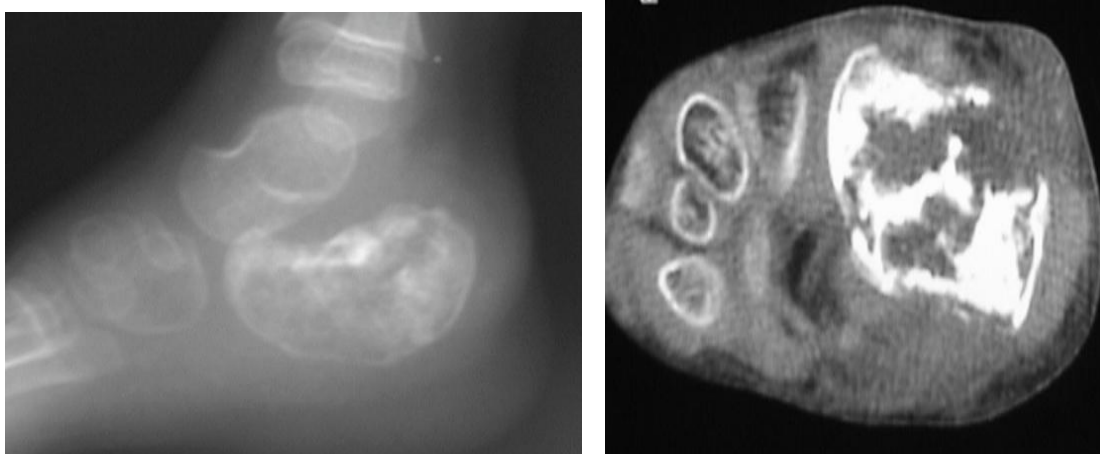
Radio profil du pieds et TDM du pieds en coupe axiale montrant une atteinte du calcanéum avec condensation et ostéolyse et envahissement des parties molles.
